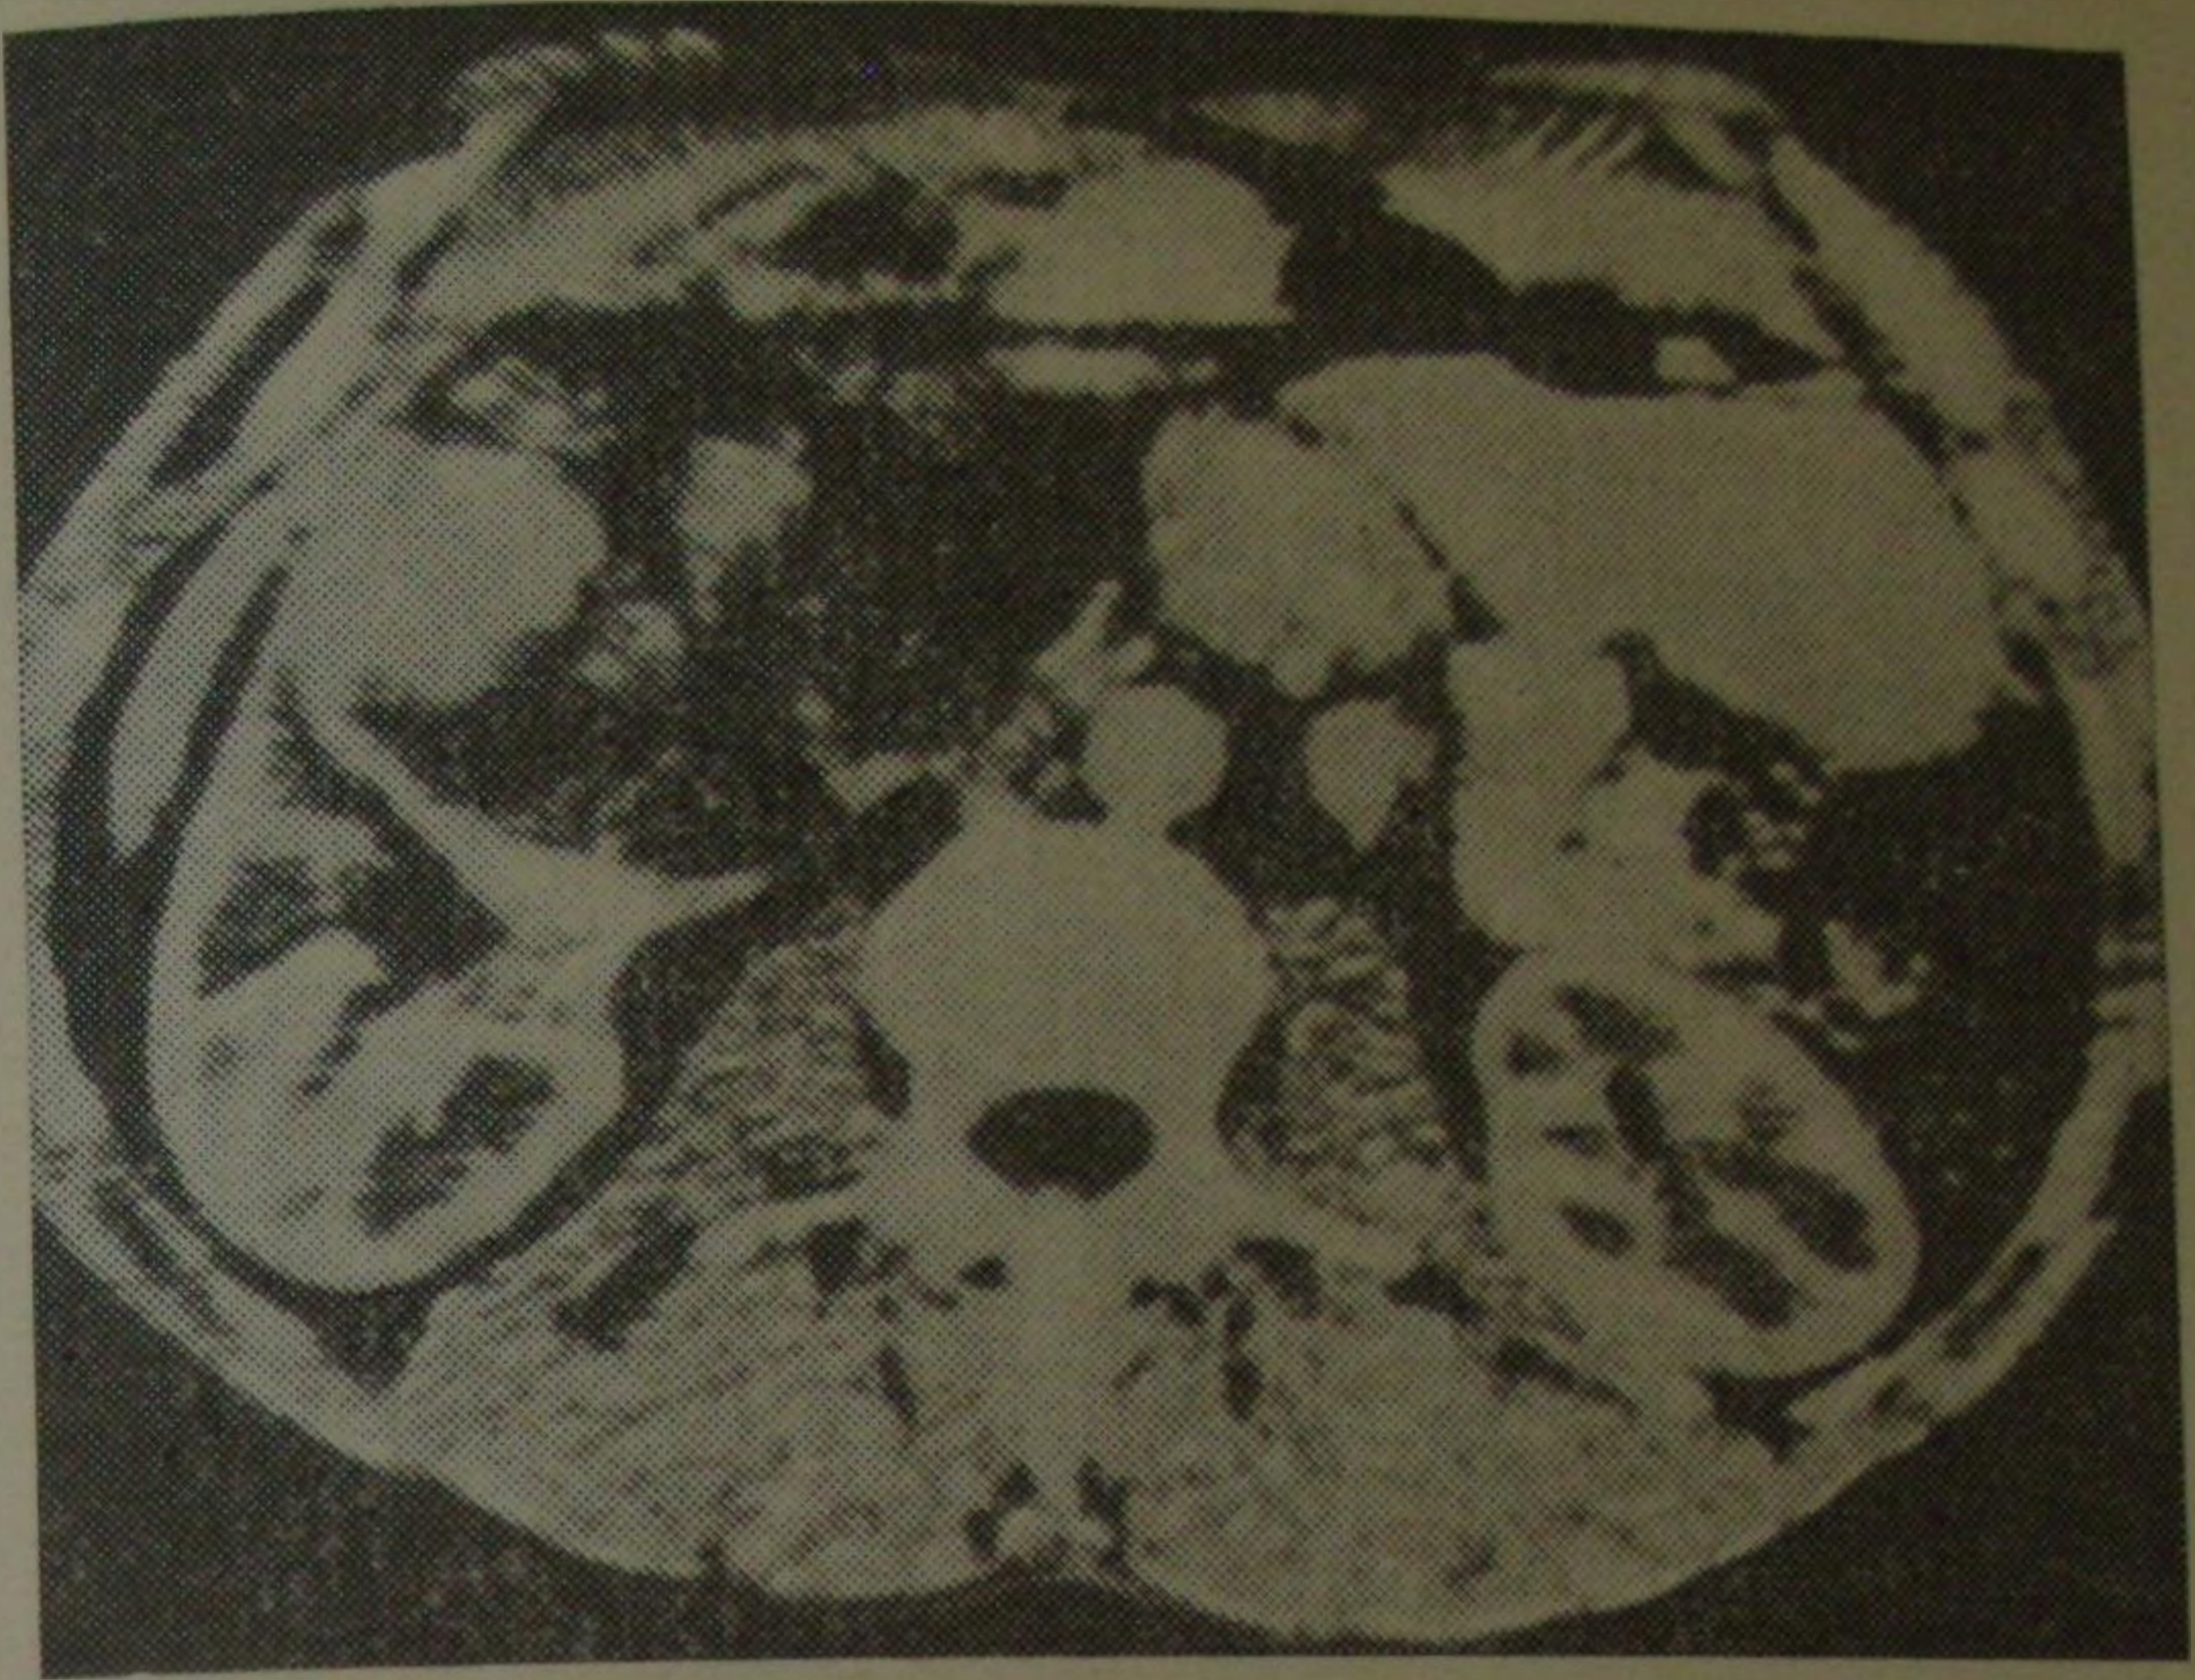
Тот же больной. Компьютерная томограмма в условиях искусственного усиления контрастности ткани
